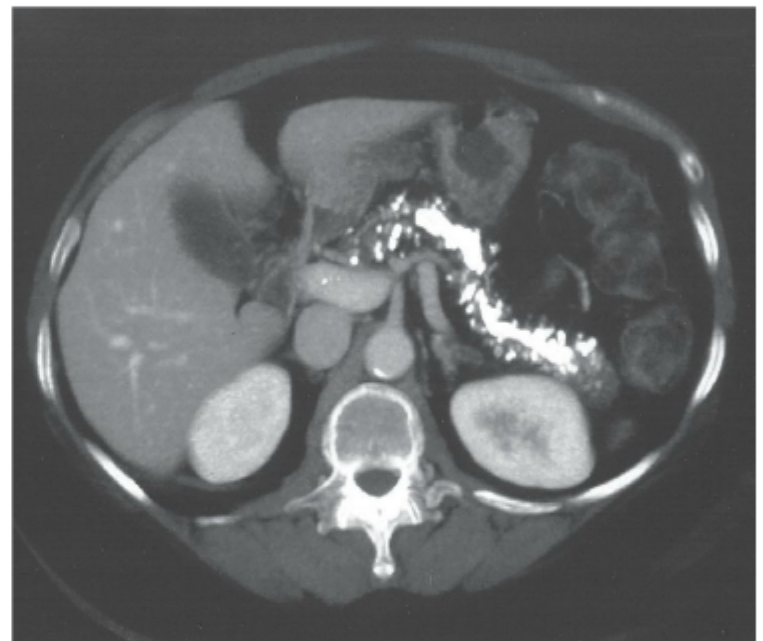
Calcificações pancreáticas. Tomografia computadorizada mostrando cálculos intraductais calcificados múltiplos em um paciente com pancreatite crônica hereditária.
